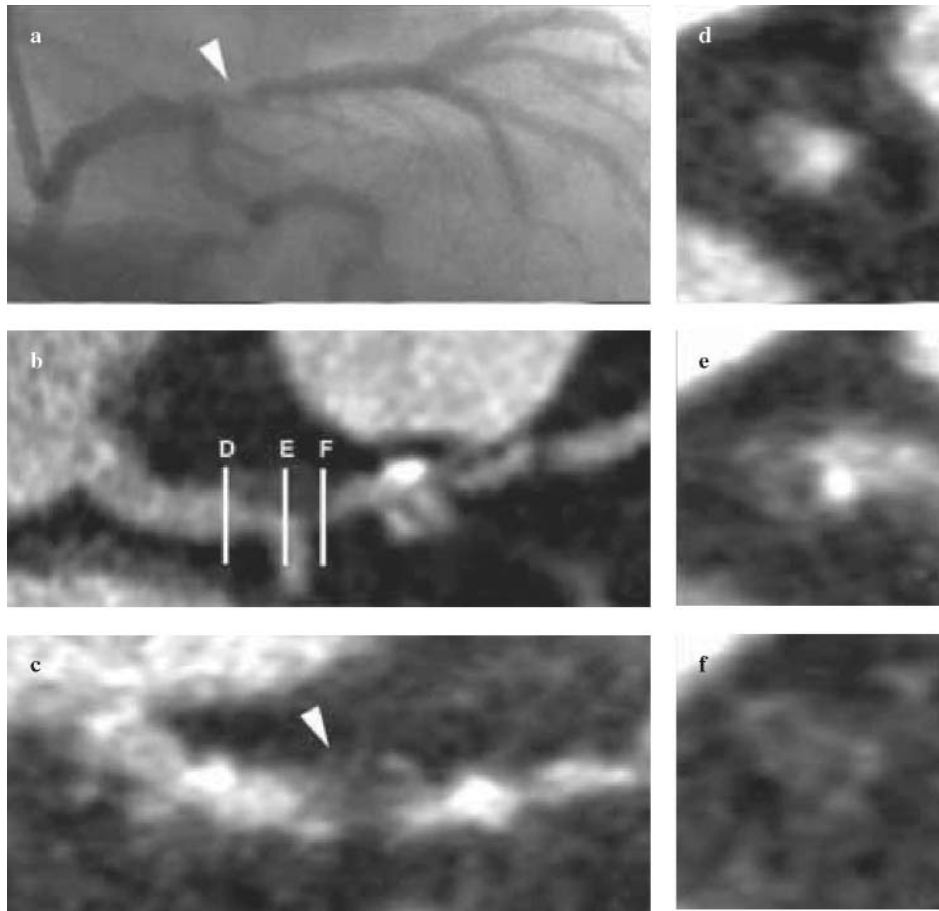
d Calcified and noncalcified plaque in the left anterior descending artery imaged by multislice computed tomography (a). Conventional coronary angiogram fails to visualise these features (b). The corresponding cross sections display lesions with different attenuation (c,d).
